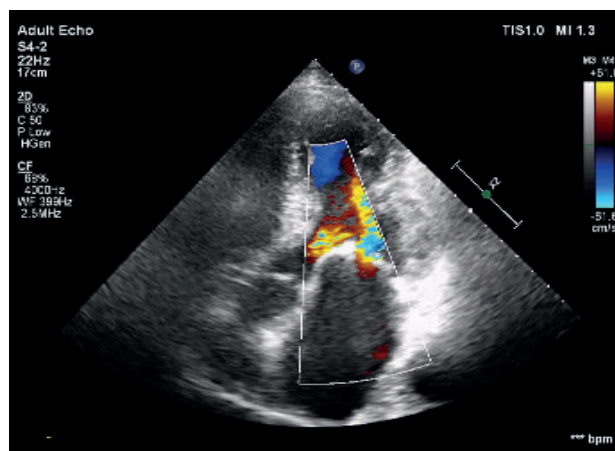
Ecografie transtoracică A – din incidența apical 4 camere se evidențiază la Doppler color flux turbulent la nivelul valvei mitrale și valvei aortice. 2B – Doppler continuu la nivelul valvei mitrale cu măsurarea vitezei medii și a gradientului mediu transvalvular
